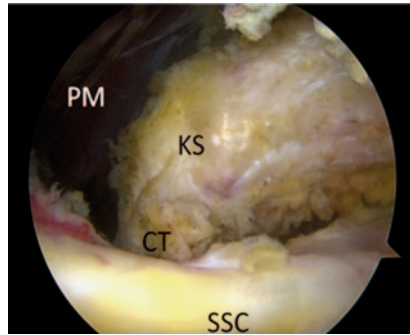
▲ Ansicht über das anterolaterale Portal nach Resektion des Rotatorenintervalls und Darstellung der Korakoidspitze (KS) mit dem Übergang in die „conjoint tendons“ (CT). Ventromedial ist der M. pectoralis minor (PM) bereits abgesetzt. Kaudal des Korakoids liegt der Oberrand der Subskapularissehne
